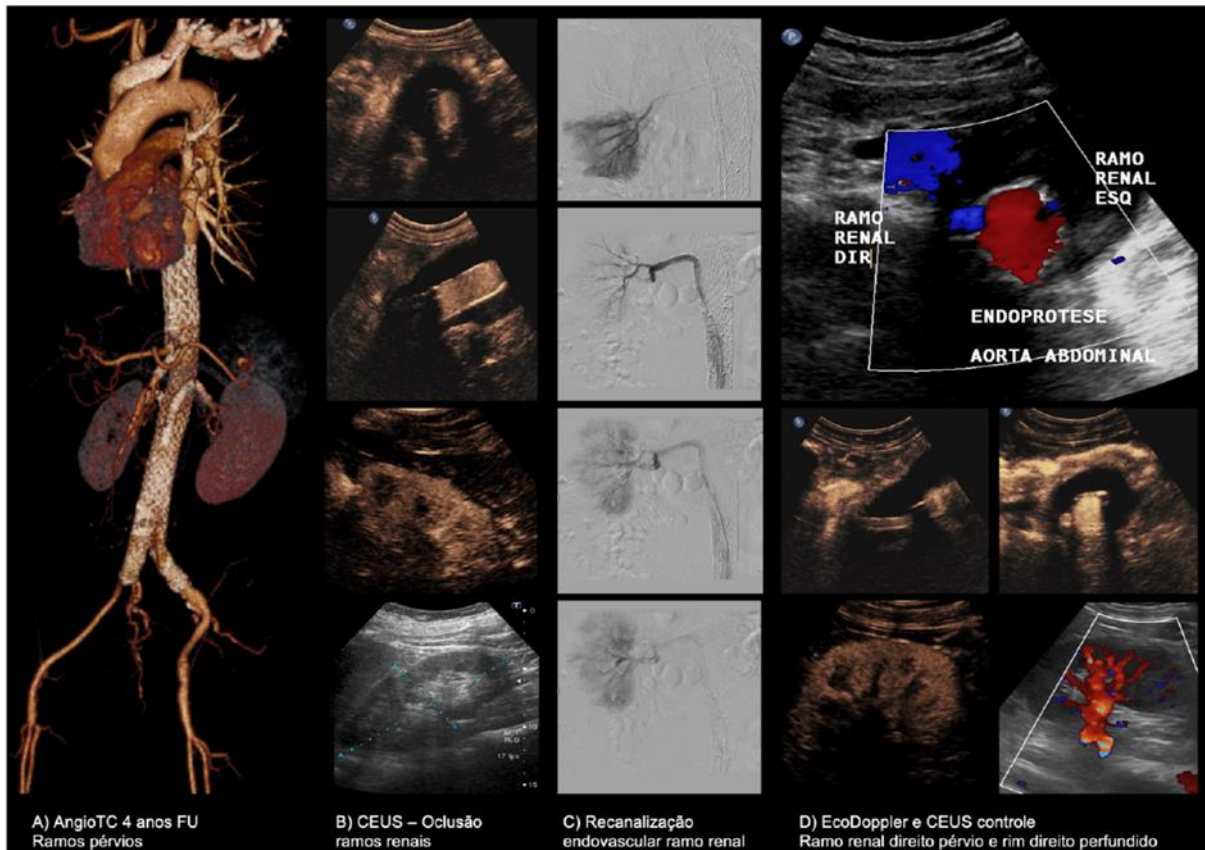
Paciente submetido a EVAR com endoprótese ramificada (A). Apresentou oclusão aguda dos ramos renais no acompanhamento de 5 anos, falência renal e necessidade de hemodiálise. Ecodoppler e CEUS com ramos renais ocluídos, porém com rim apresentando ainda perfusão (B). Realizada recanalização endovascular com trombectomia e implante de novo stent (C). Ecodoppler e CEUS de acompanhamento com ramo renal direito pérvio e rim com preservada perfusão (D). Melhora clínica progressiva e não precisou mais hemodiálise após 30 dias. Fonte: Imagens do acervo da Clínica Coris Vascular e fornecidas com autorização.
